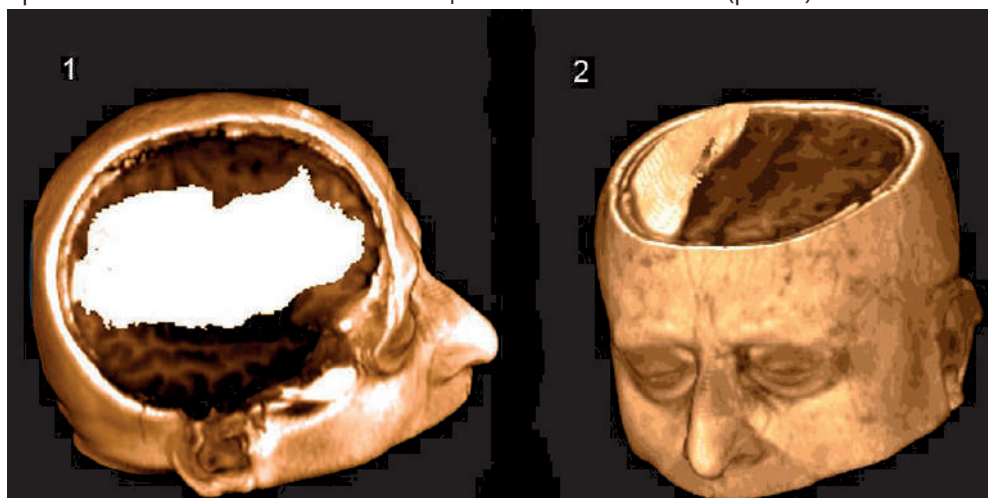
Трехмерная спиральная КТ-реконструкция ХСГ: 1 – сагиттальный срез; 2 – аксиальный срез
